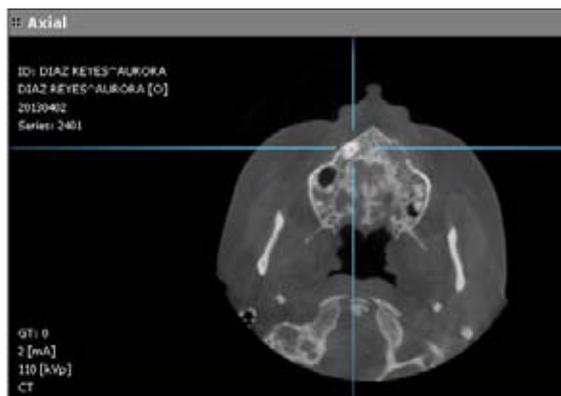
Cone Beam Fuente Propia
